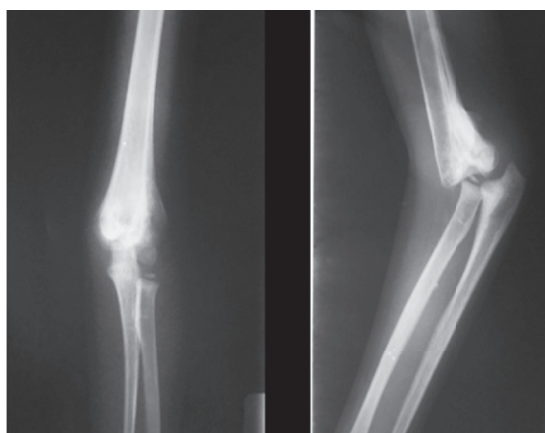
Anterior Trimming: plain radiography of the left elbow in AP/Lateral view.
